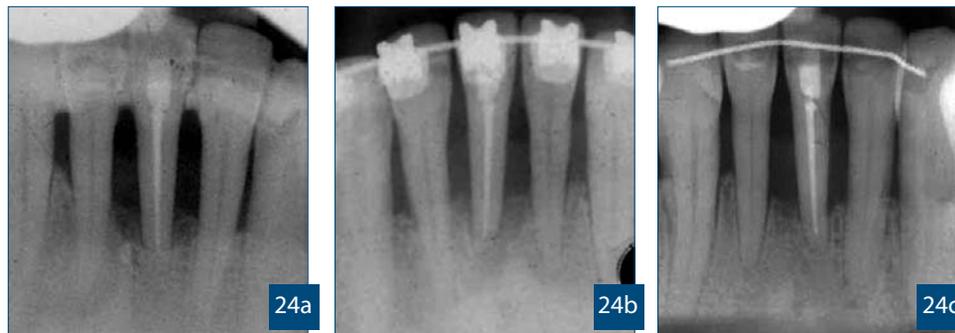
Periapicales FII antes del TMD, durante y después de la ortodoncia.
